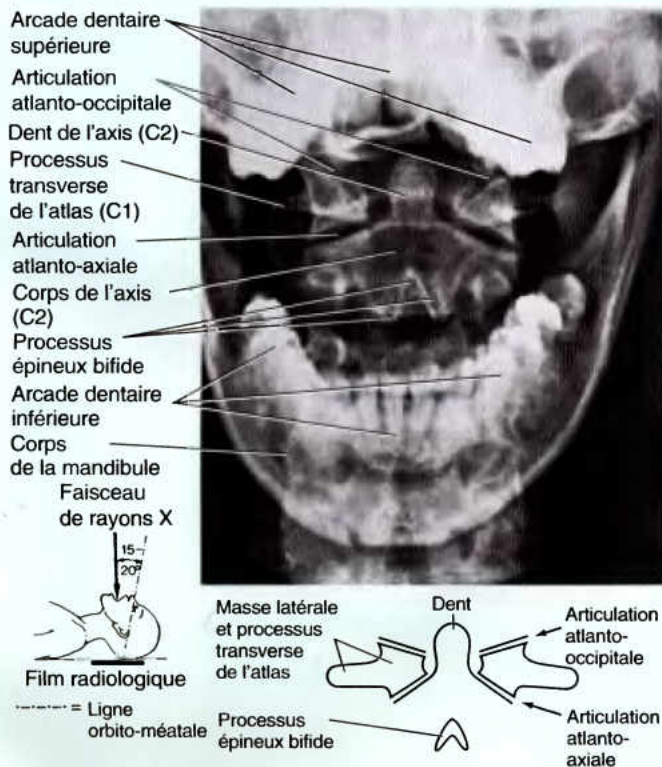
Radiographie de la dent de l'axis au travers de la bouche ouverte. La dent de l'axis se projette vers le haut, à partir du corps de l'axis (C2) ; c'est autour d'elle que l'atlas (C1) exécute ses rotations.
